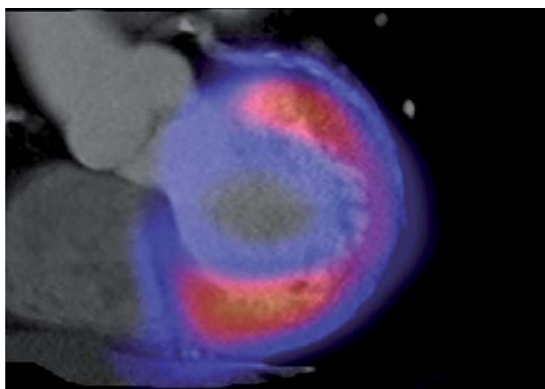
Reformatierter Längsachsenschnitt aus einem ^{99m}Tc -MIBI-SPECT/CT-Datensatz. ^{99m}Tc -MIBI wurde unter körperlicher Belastung injiziert. Im nativen Low-Dose-CT zeigt sich eine langstreckige Verkalkung des Ramus interventricularis der linken Herzkranzarterie. Im Perfusionsszintigramm findet sich in deren Versorgungsgebiet eine belastungsinduzierte Minderperfusion.
